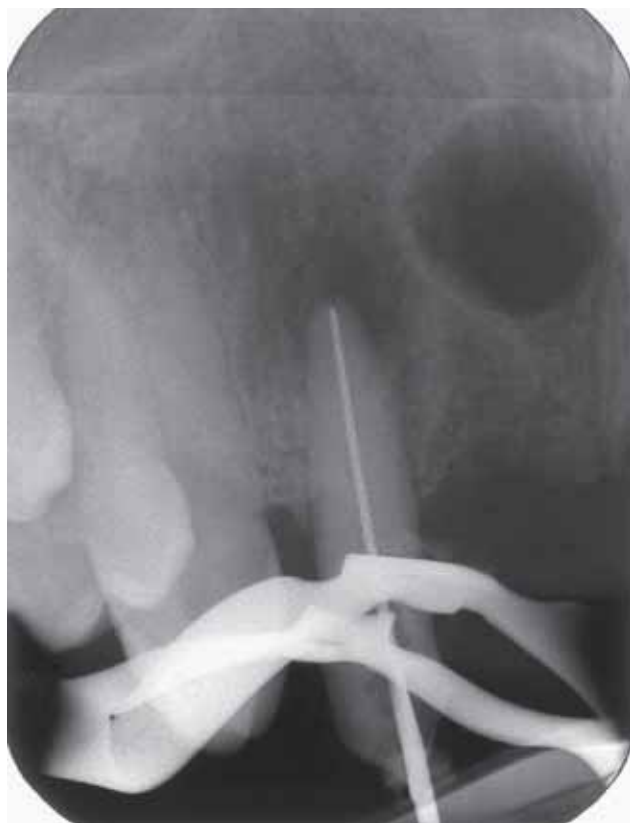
Einzelröntgenbild bei einem 45-jährigen Patienten mit einem submukösen Abszess regio 12. Neben einer eher diffusen Osteolyse apikal beim Zahn 12 imponiert eine runde, scharf begrenzte Osteolysezone in regio 11/21.
